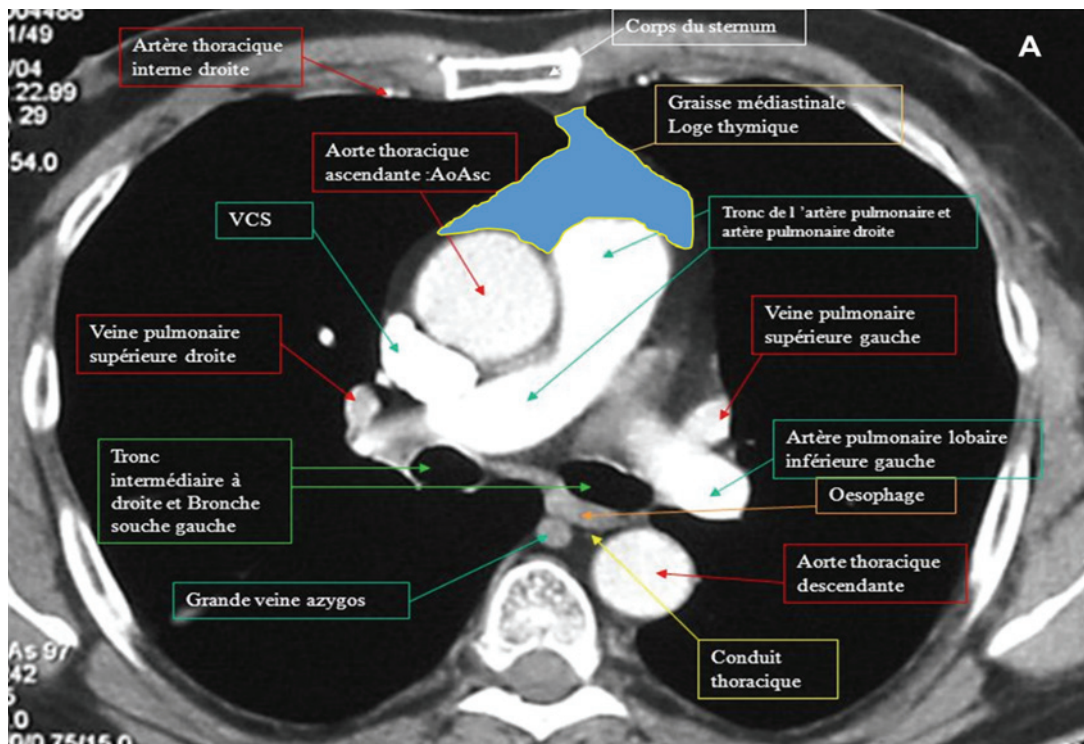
(A) : Rapports anatomiques de la loge thymique en coupe TDM. (B) anatomie descriptive et rapports médiastinaux du thymus [3].
